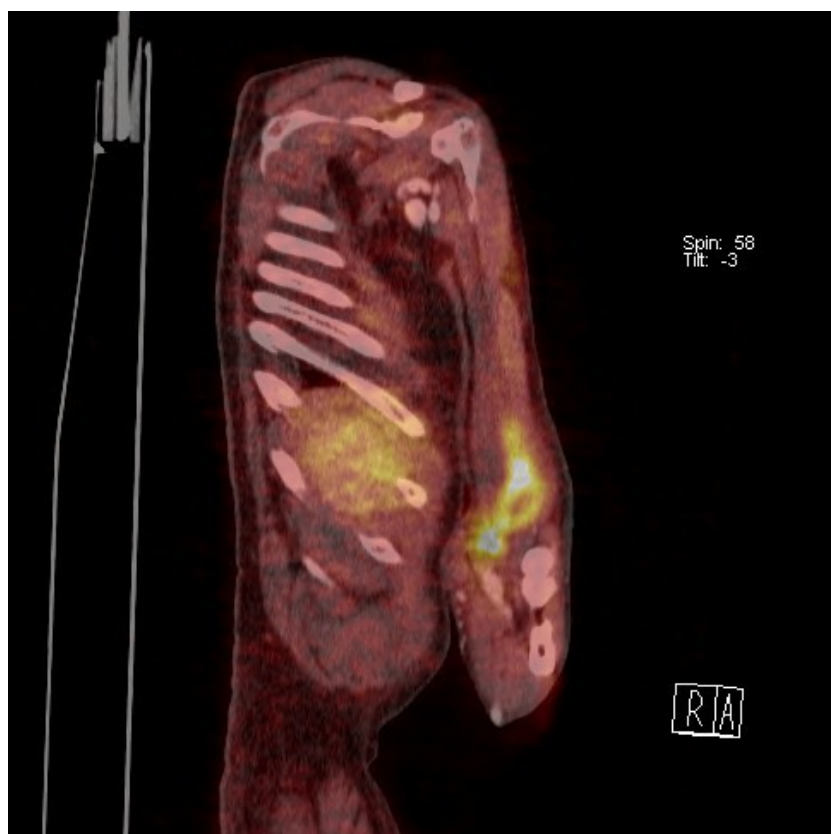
Infikovaný arteriovenózní graft - fokální zvýšený uptake ^{18}F -FDG PET
